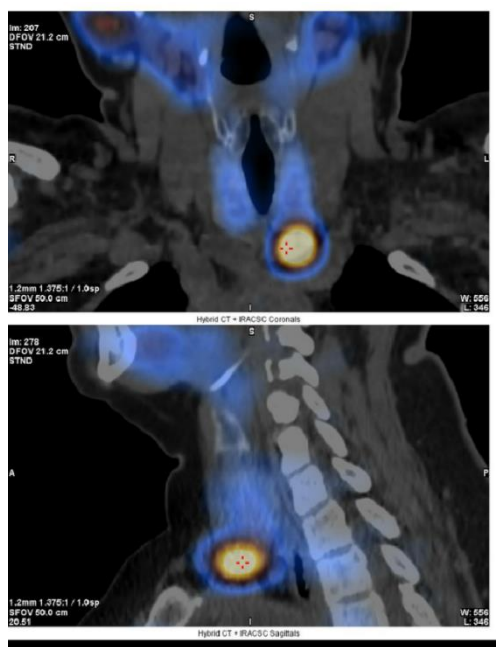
Сцинтиграфия ОЩЖ с ^{99m}Tc -технетрилом, в левой нижней доле определяется образование размерами 2,3 x 2,2 x 1,2 см
